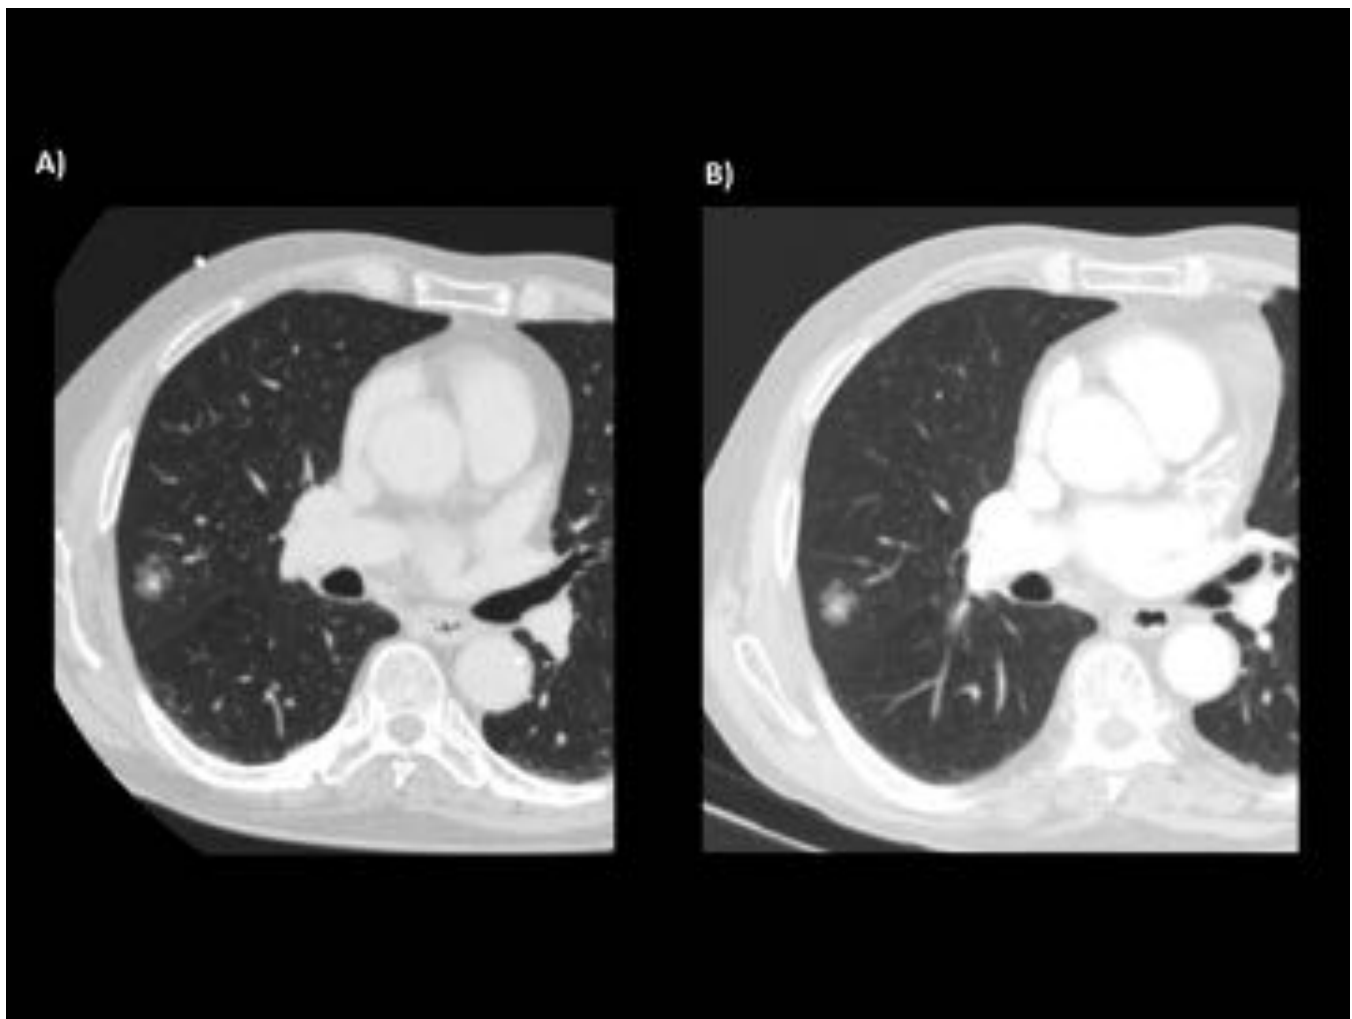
A) Nódulo en vidrio deslustrado y parte sólida en el LSD, con componente sólido > 7mm. B) TC de seguimiento 3 meses más tarde. El componente sólido aumentó sutilmente de tamaño midiendo ahora 9mm. Una lobectomía del LSD reveló que se trataba de un adenocarcinoma invasivo.
